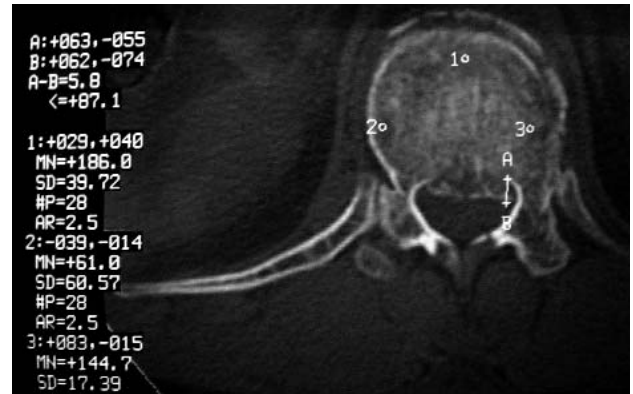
КТ аксиальный срез на уровне L3 позвонка пациента А., 45 лет.
